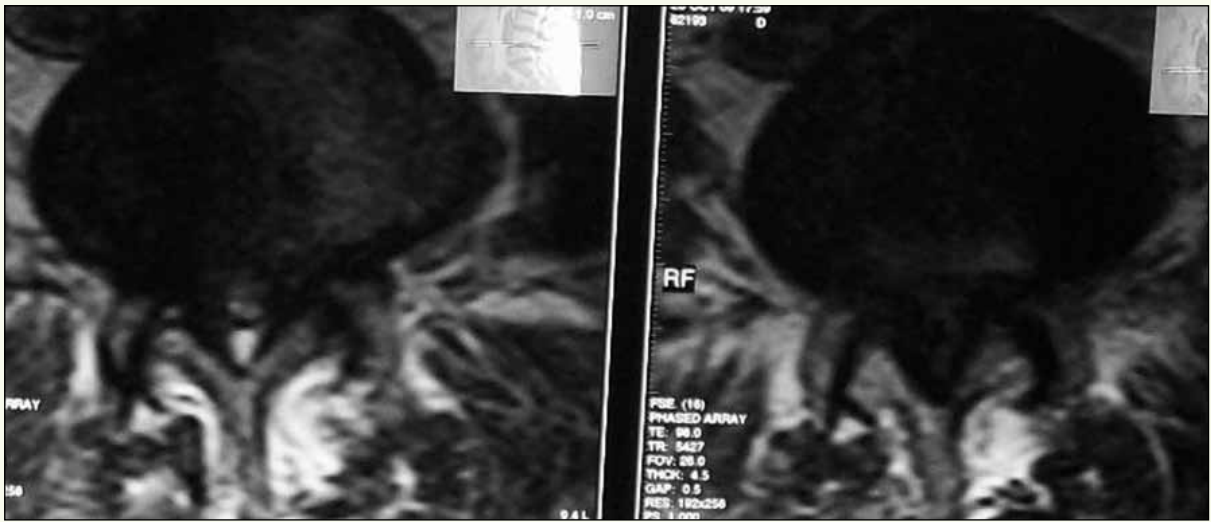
Lomber MRG T2 ağırlıklı sagittal kesitleri.
